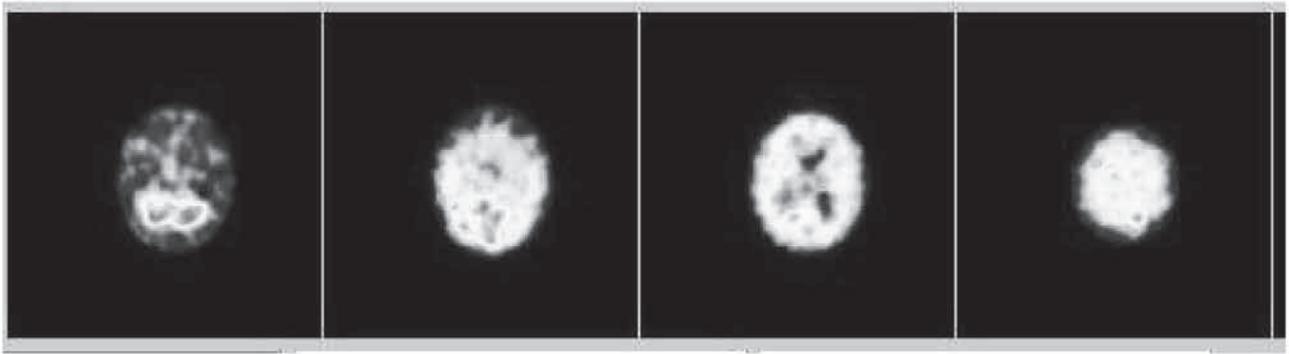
通常の脳血流 SPECT 画像 Axial 断面像。やや右に傾いています。
